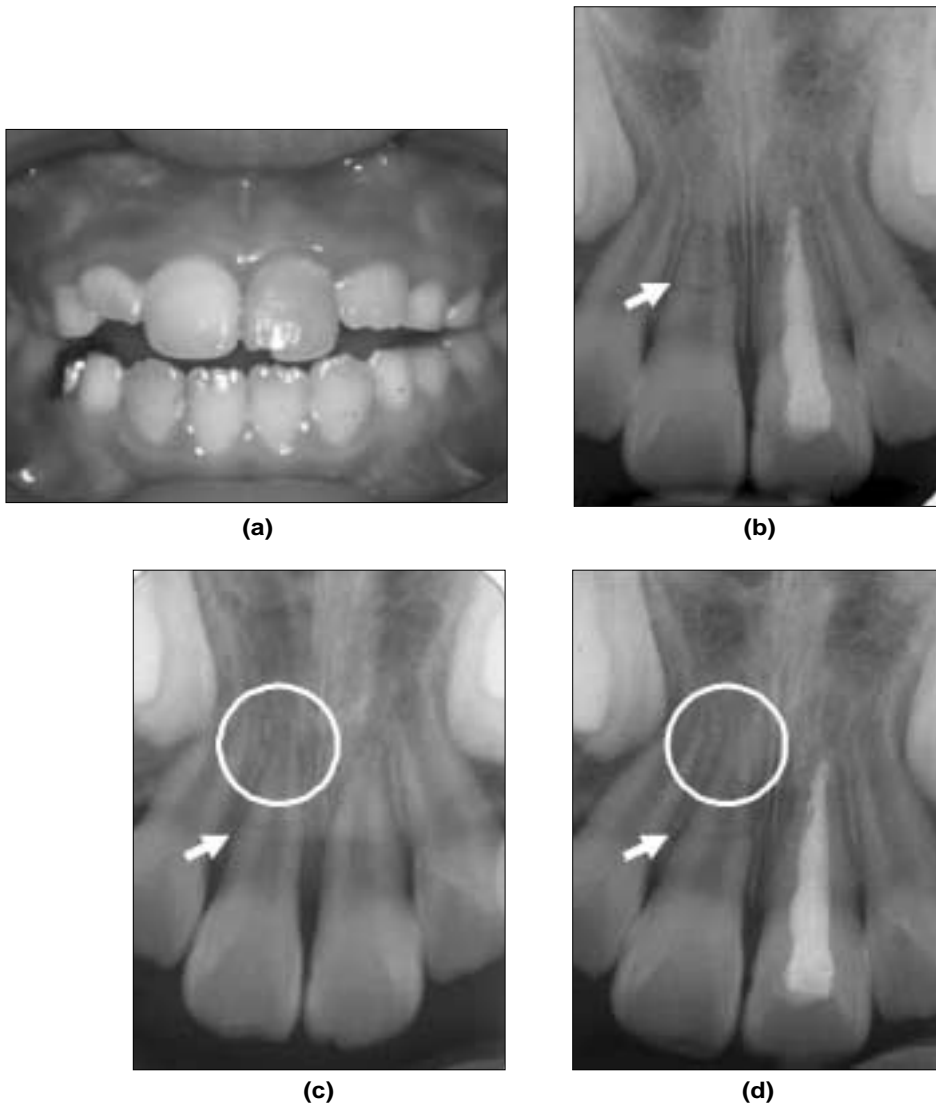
(a) Intraoral photo at first visit (2005. 12. 26), (b) X-ray at first visit (05.12.26), (c) 4 months later, (d) 6 months later (EPT (+))
